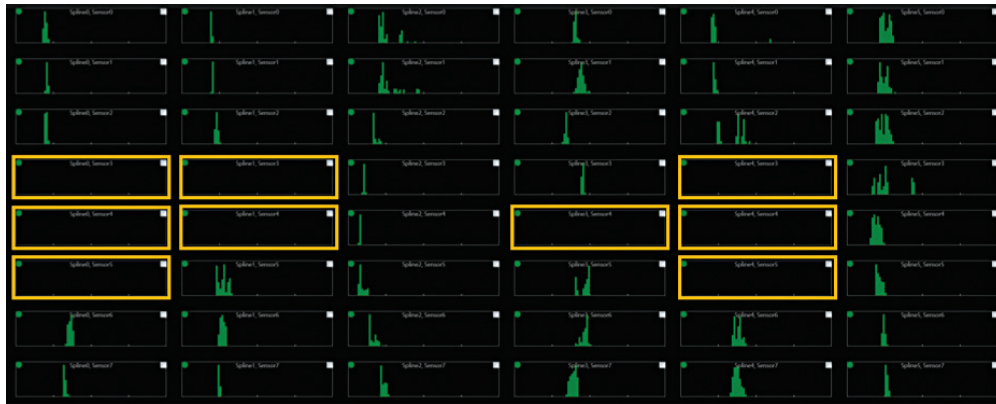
Figura D-2. Transductores de ultrasonido que no informan datos de rango.
